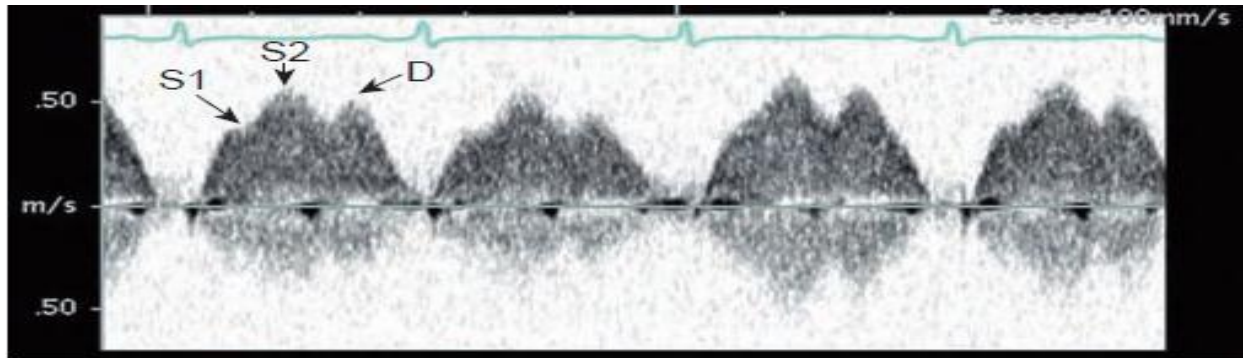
Pulmonary venous inflow Doppler in an infant with triphasic peaks during left atrial filling. There are two peaks in systole and one peak in diastole (D). The initial systolic peak (S1) likely represents atrial relaxation in early systole, whereas the second systolic peak (S2) is associated with augmented atrial filling secondary to mitral annular displacement toward the apex during ventricular contraction; this pattern is a normal variant and not characteristic of diastolic disease.
